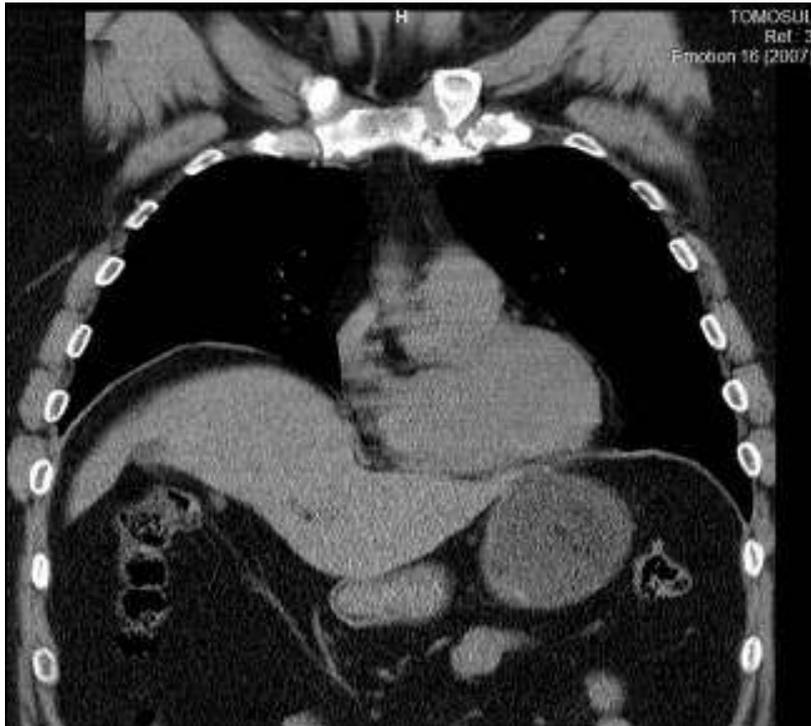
Tomografia computadorizada do esterno no plano coronal demonstrando pequenas erosões marginais na primeira articulação costo-esternal esquerda e na junção manúbrio-esternal.
